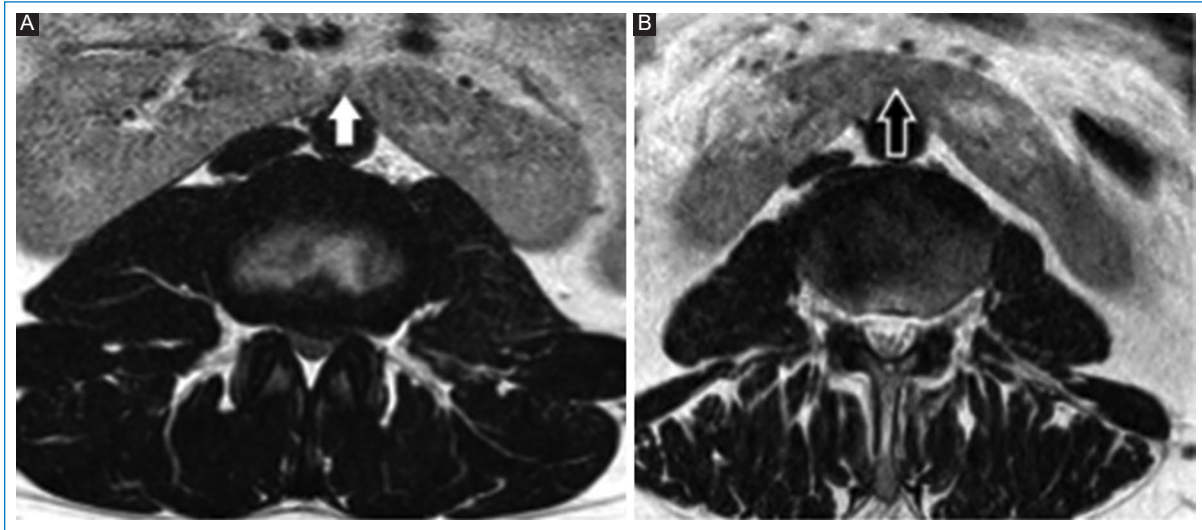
RM de columna lumbar. (A y B) Secuencia T2, planos axiales. La presencia de riñón en herradura (flechas con relleno) es un hallazgo relativamente frecuente.
